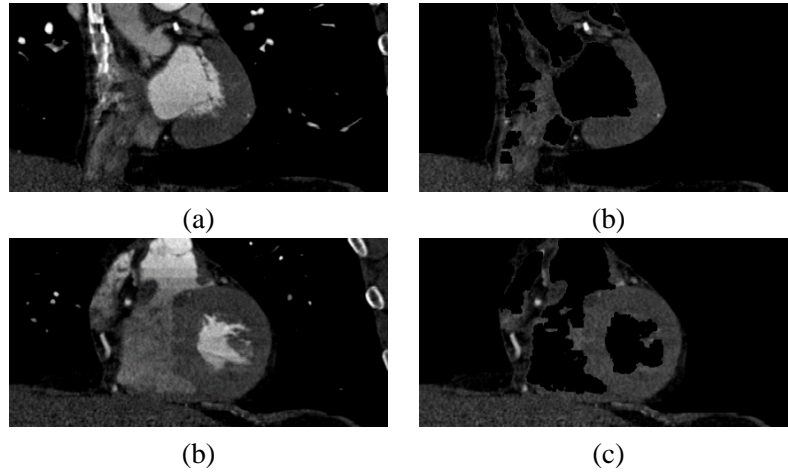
Zwei repräsentative coronale Schichten des CT-Datensatzes CT1.mhd vor ((a) und (b)) und nach Anwendung der binären Herzmaske ((b) und (d)). Die Koronararterien sind im Vergleich zu den übrigen kontrastverstärkten Herzstrukturen nicht ausmaskiert. Um den Verlauf der Koronararterien besser erkennen zu können, wurde für beide Ansichten ein kleineres Grauwertfenster gewählt.
